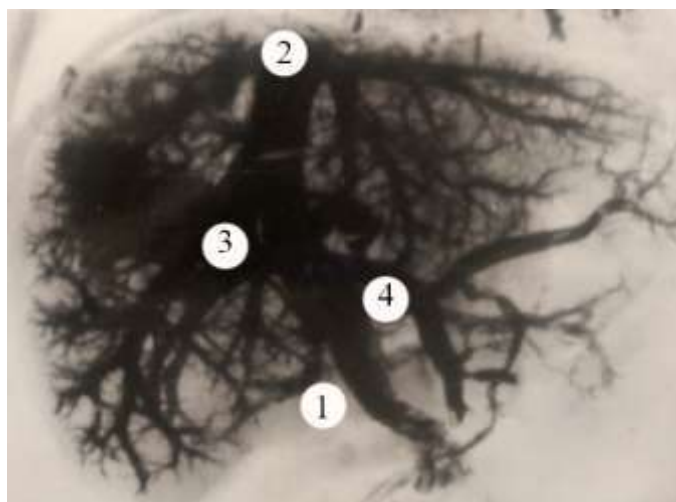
Контрастна рентгенограма венозних судин печінки новонародженого. Фоторентгенограма. 3б. $\times 2,1$:
